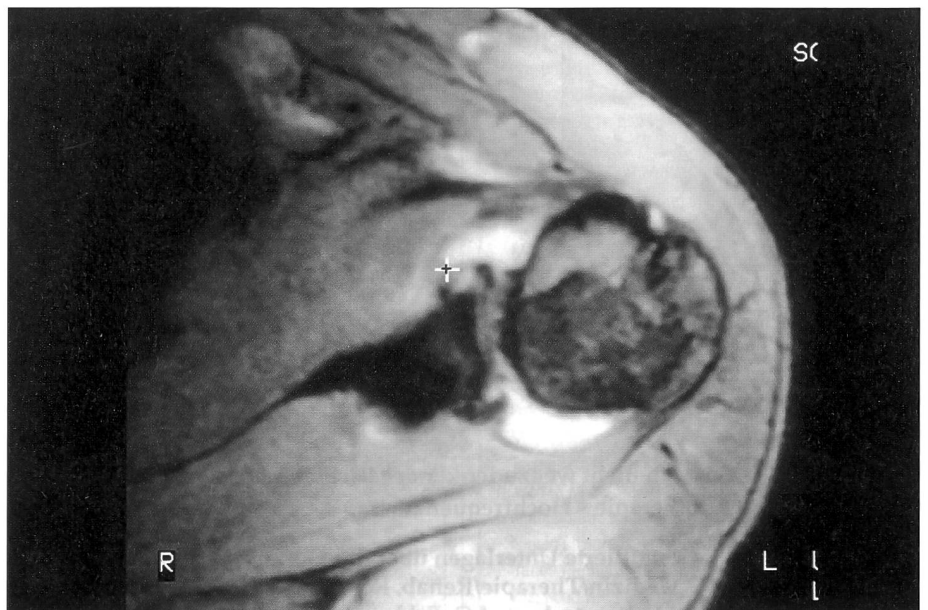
L'image IRM de l'épaule blessée (l'explication est dans le texte).
